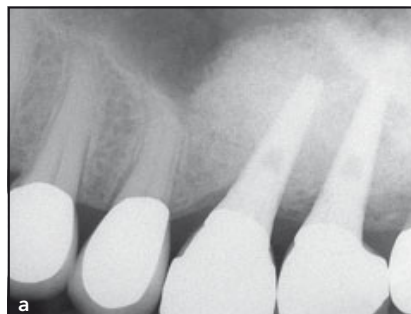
Röntgenaufnahme bei Studienbeginn (a) und nach einer Belastungszeit von 8 Jahren (b). Die Alveolarkammhöhe blieb im Verlauf der 8 Jahre unverändert.
